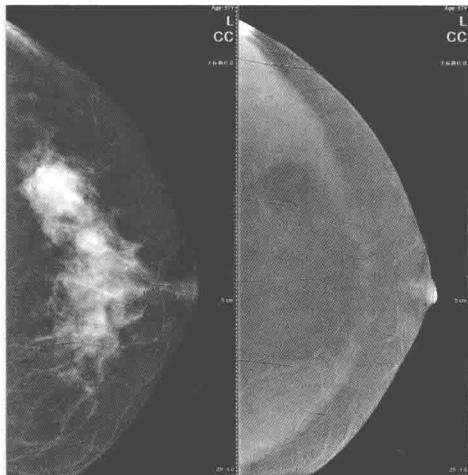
乳腺X线摄影低能图(女性,57岁)
